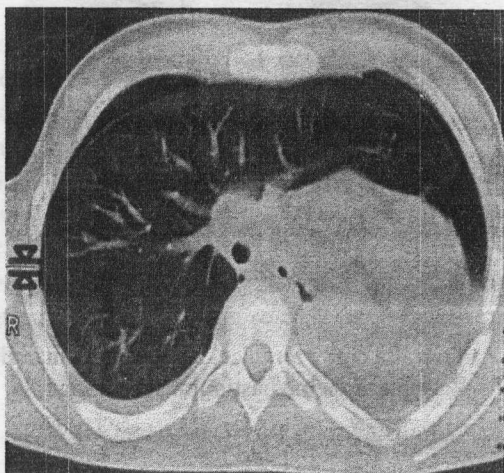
Tomografie computerizată. Emfizem compensator al unicului plămân, formând hernie mediastinală, substituind spațiul plămânului drept. Deplasarea mediastinului spre stânga. Plămânul drept herniază către partea patologică.
